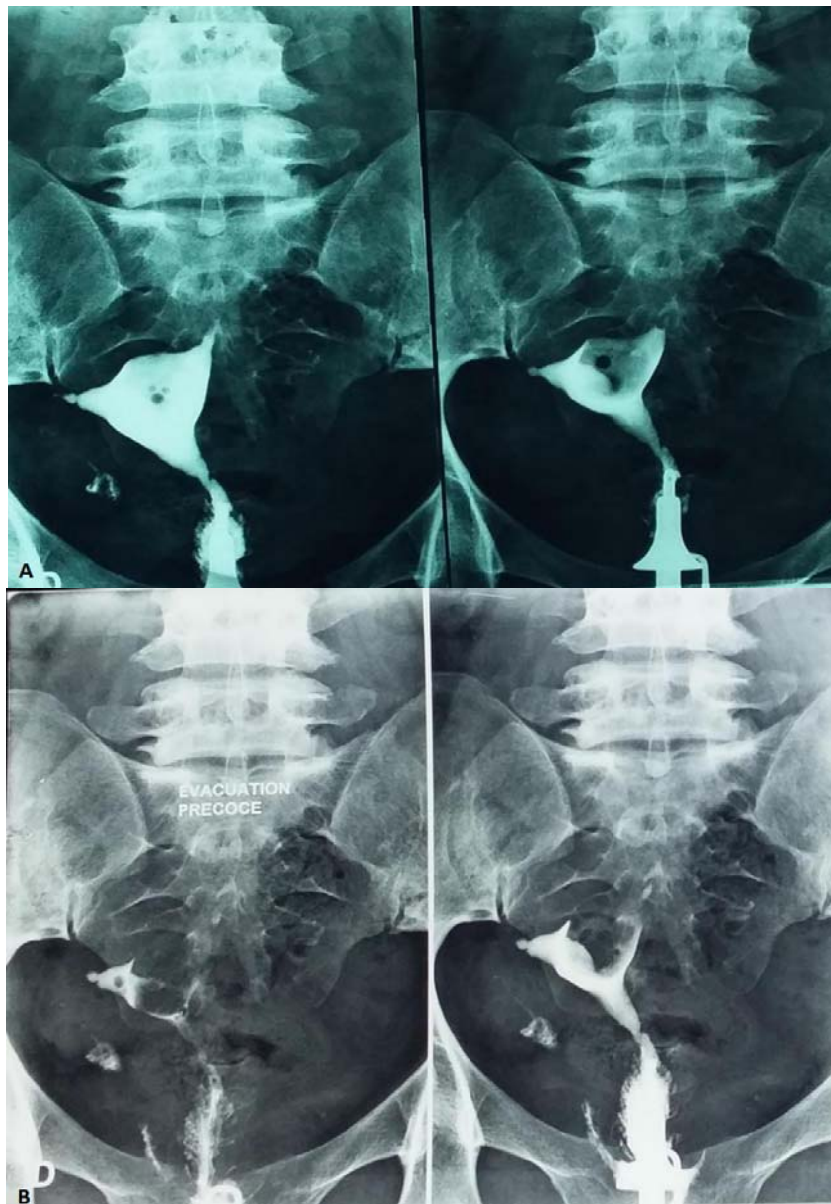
A. Clichés de remplissage total et B. Clichés d'évacuation précoce, montrant des anomalies de remplissage lacunaires endoluminales fundique et cornéale en faveur de myomes sous muqueux ou de polypes, absence d'opacification de la trompe gauche, avec faible passage péritonéal à droite évoquant un phimosis. A l'échographie: utérus augmenté de taille siège de multiples fibromes. Une polymyomectomie de 5 myomes a été réalisé au bloc.
